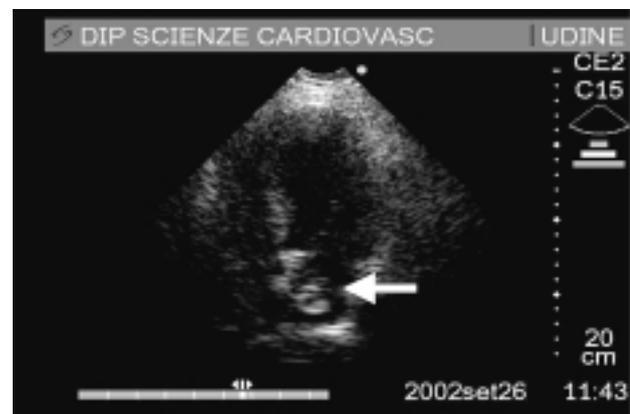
Rilievi inaspettati durante visita ambulatoriale. Paziente con pregresso linfoma e fibrillazione atriale parossistica sottoposto a visita cardiologica routinaria. L'esame obiettivo era negativo. L'esame cardioscopico eseguito con SonoHeart Elite™ rivela massa rotondeggiante in atrio sinistro che all'ecocardiografia transesofagea si rivelerà essere un mixoma.
